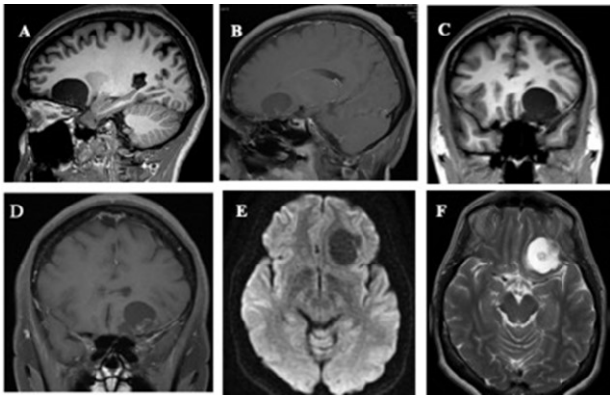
Resonancia magnética con lesión orbito-frontal izquierda A) Sagital T1WI, señal hipointensa comparada a la sustancia gris. B) las imágenes T1WI contrastadas manifiestan un mínimo realce en la base. C) Coronal T1WI, señal hipointensa. D) Coronal T1WI contrastada con intensidad heterogénea, discreto realce en la base de la lesión. E) El DWI axial sin restricción de la señal. F) T2WI axial hiperintensa con mínimo edema frontal medial
